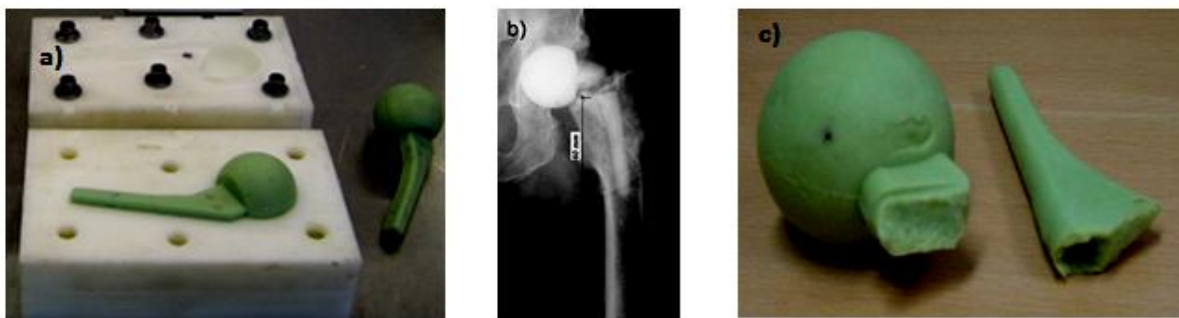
(a) Spacer. (b) Radiographie d'une fracture de spacer en PMMA au niveau du col [3]. (c) Spacer cassé [2].
